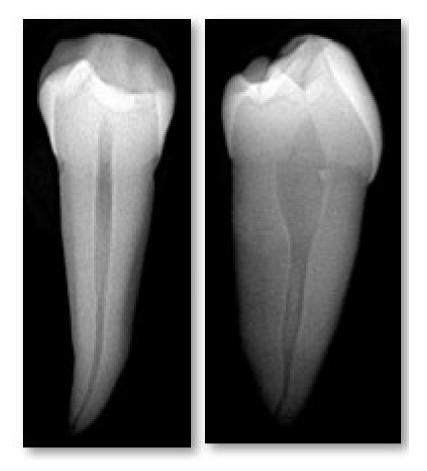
Radiografía en sentido M-D y V-L
